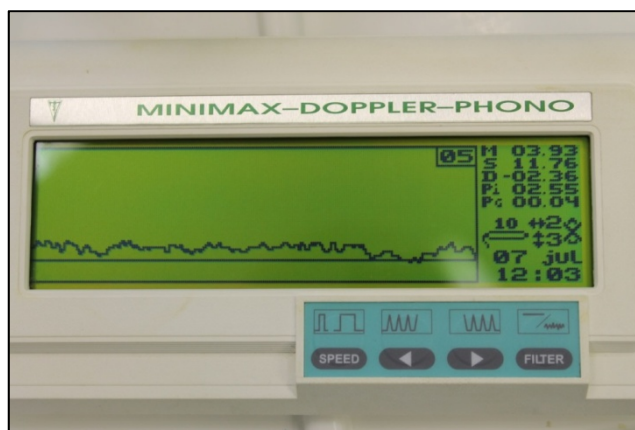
Ультразвуковой компьютеризированный доплеровский аппарат «MiniMax-Doppler-Phono»
